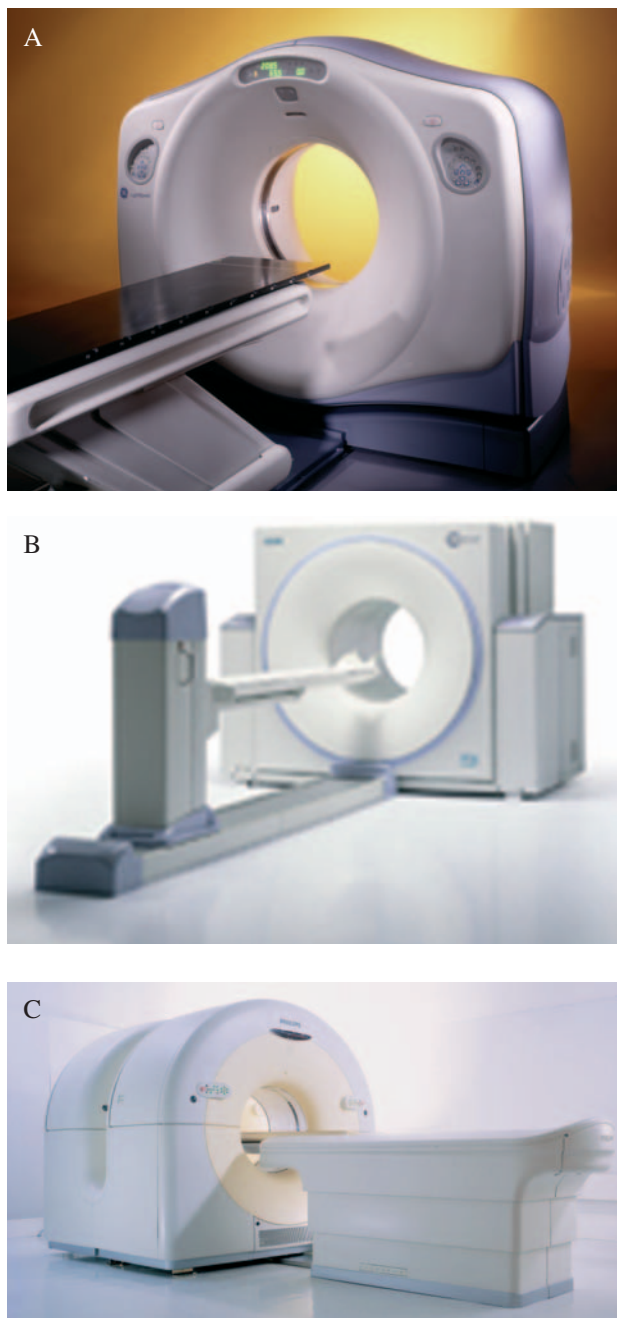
Tomógrafos comerciales PET/TAC: A) Discovery ST (GE Healthcare Technologies). B) Biograph (Siemens Medical Solutions). C) Gemini (Philips Medical) (imágenes gentileza de las casas comerciales).
